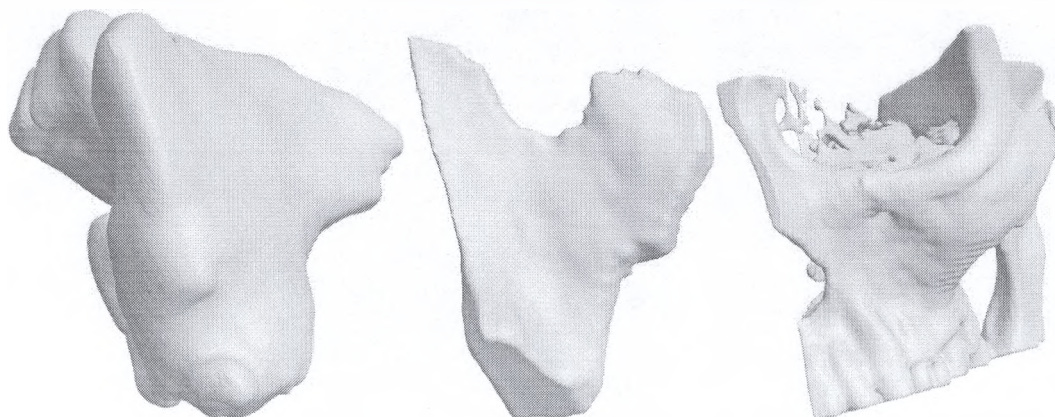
Цифровые модели на основе данных КТ
